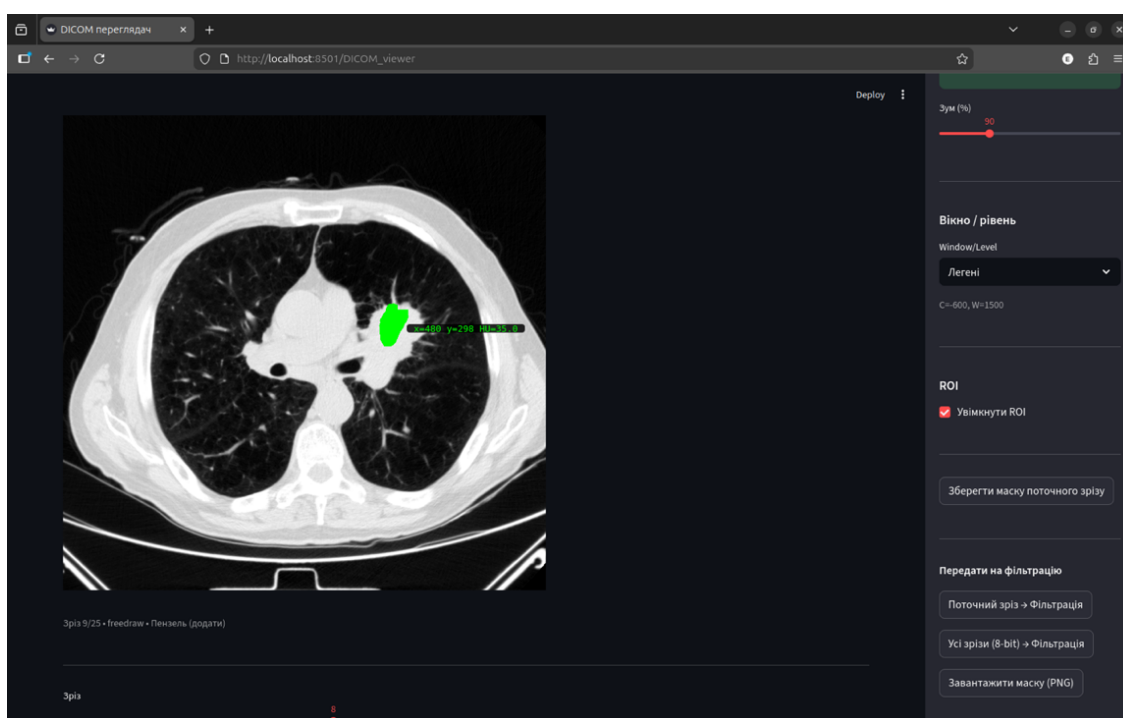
Інтерфейс ручного виділення області інтересу на КТ-зображенні
